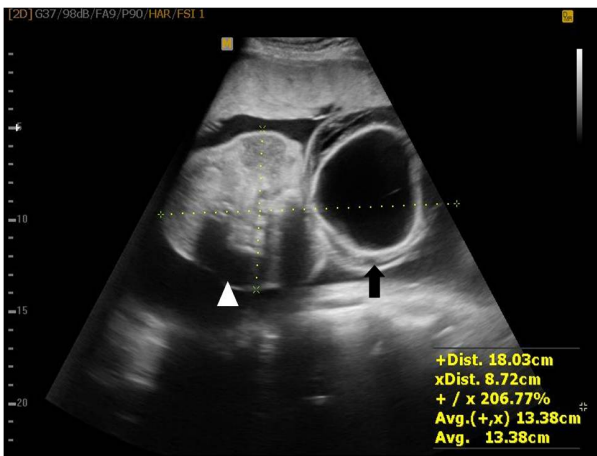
Transabdominal ultrasonogram of acardiac fetus. Cystic and edematous lesion (arrow) and amorphous trunk (white arrowhead) was shown.
